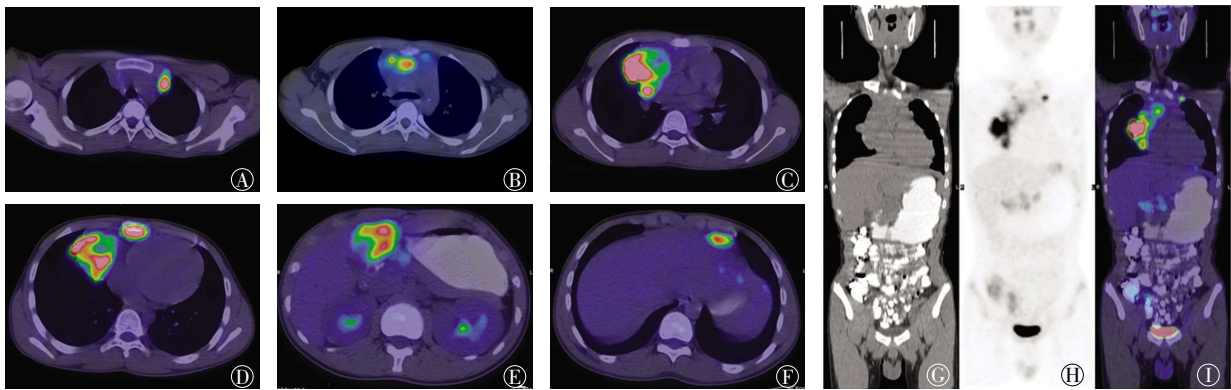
B3 型胸腺瘤患儿(男性, 12 岁)<sup>18</sup>F-FDG PET/CT 图 图中, A~F: 病灶位置轴位 PET/CT 融合图, 依次为内乳区淋巴结、前纵隔原发灶及心包前淋巴结、前纵隔原发灶及腔静脉前淋巴结、前纵隔原发灶及胸骨转移灶、左前肋膈角淋巴结、肝左叶转移灶; G: 全身 CT 图; H: 全身 PET 图; I: 全身 PET/CT 融合图。FDG: 氟脱氧葡萄糖; PET: 正电子发射断层显像术; CT: 计算机体层摄影术。
